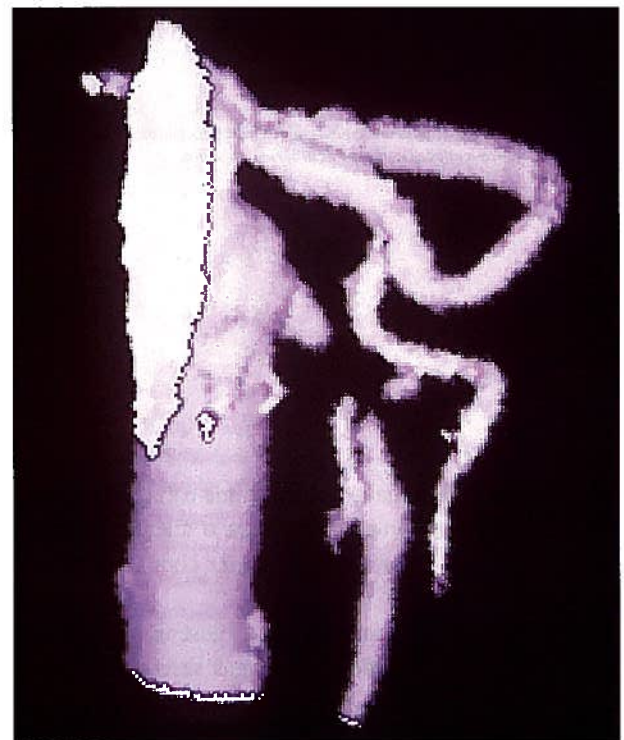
Reconstrução por TC espiral: após contraste endovenoso estenose no ostium do tronco celíaco e oclusão de cerca de 3 cm do segmento inicial da artéria mesentérica superior com posterior recanalização.
